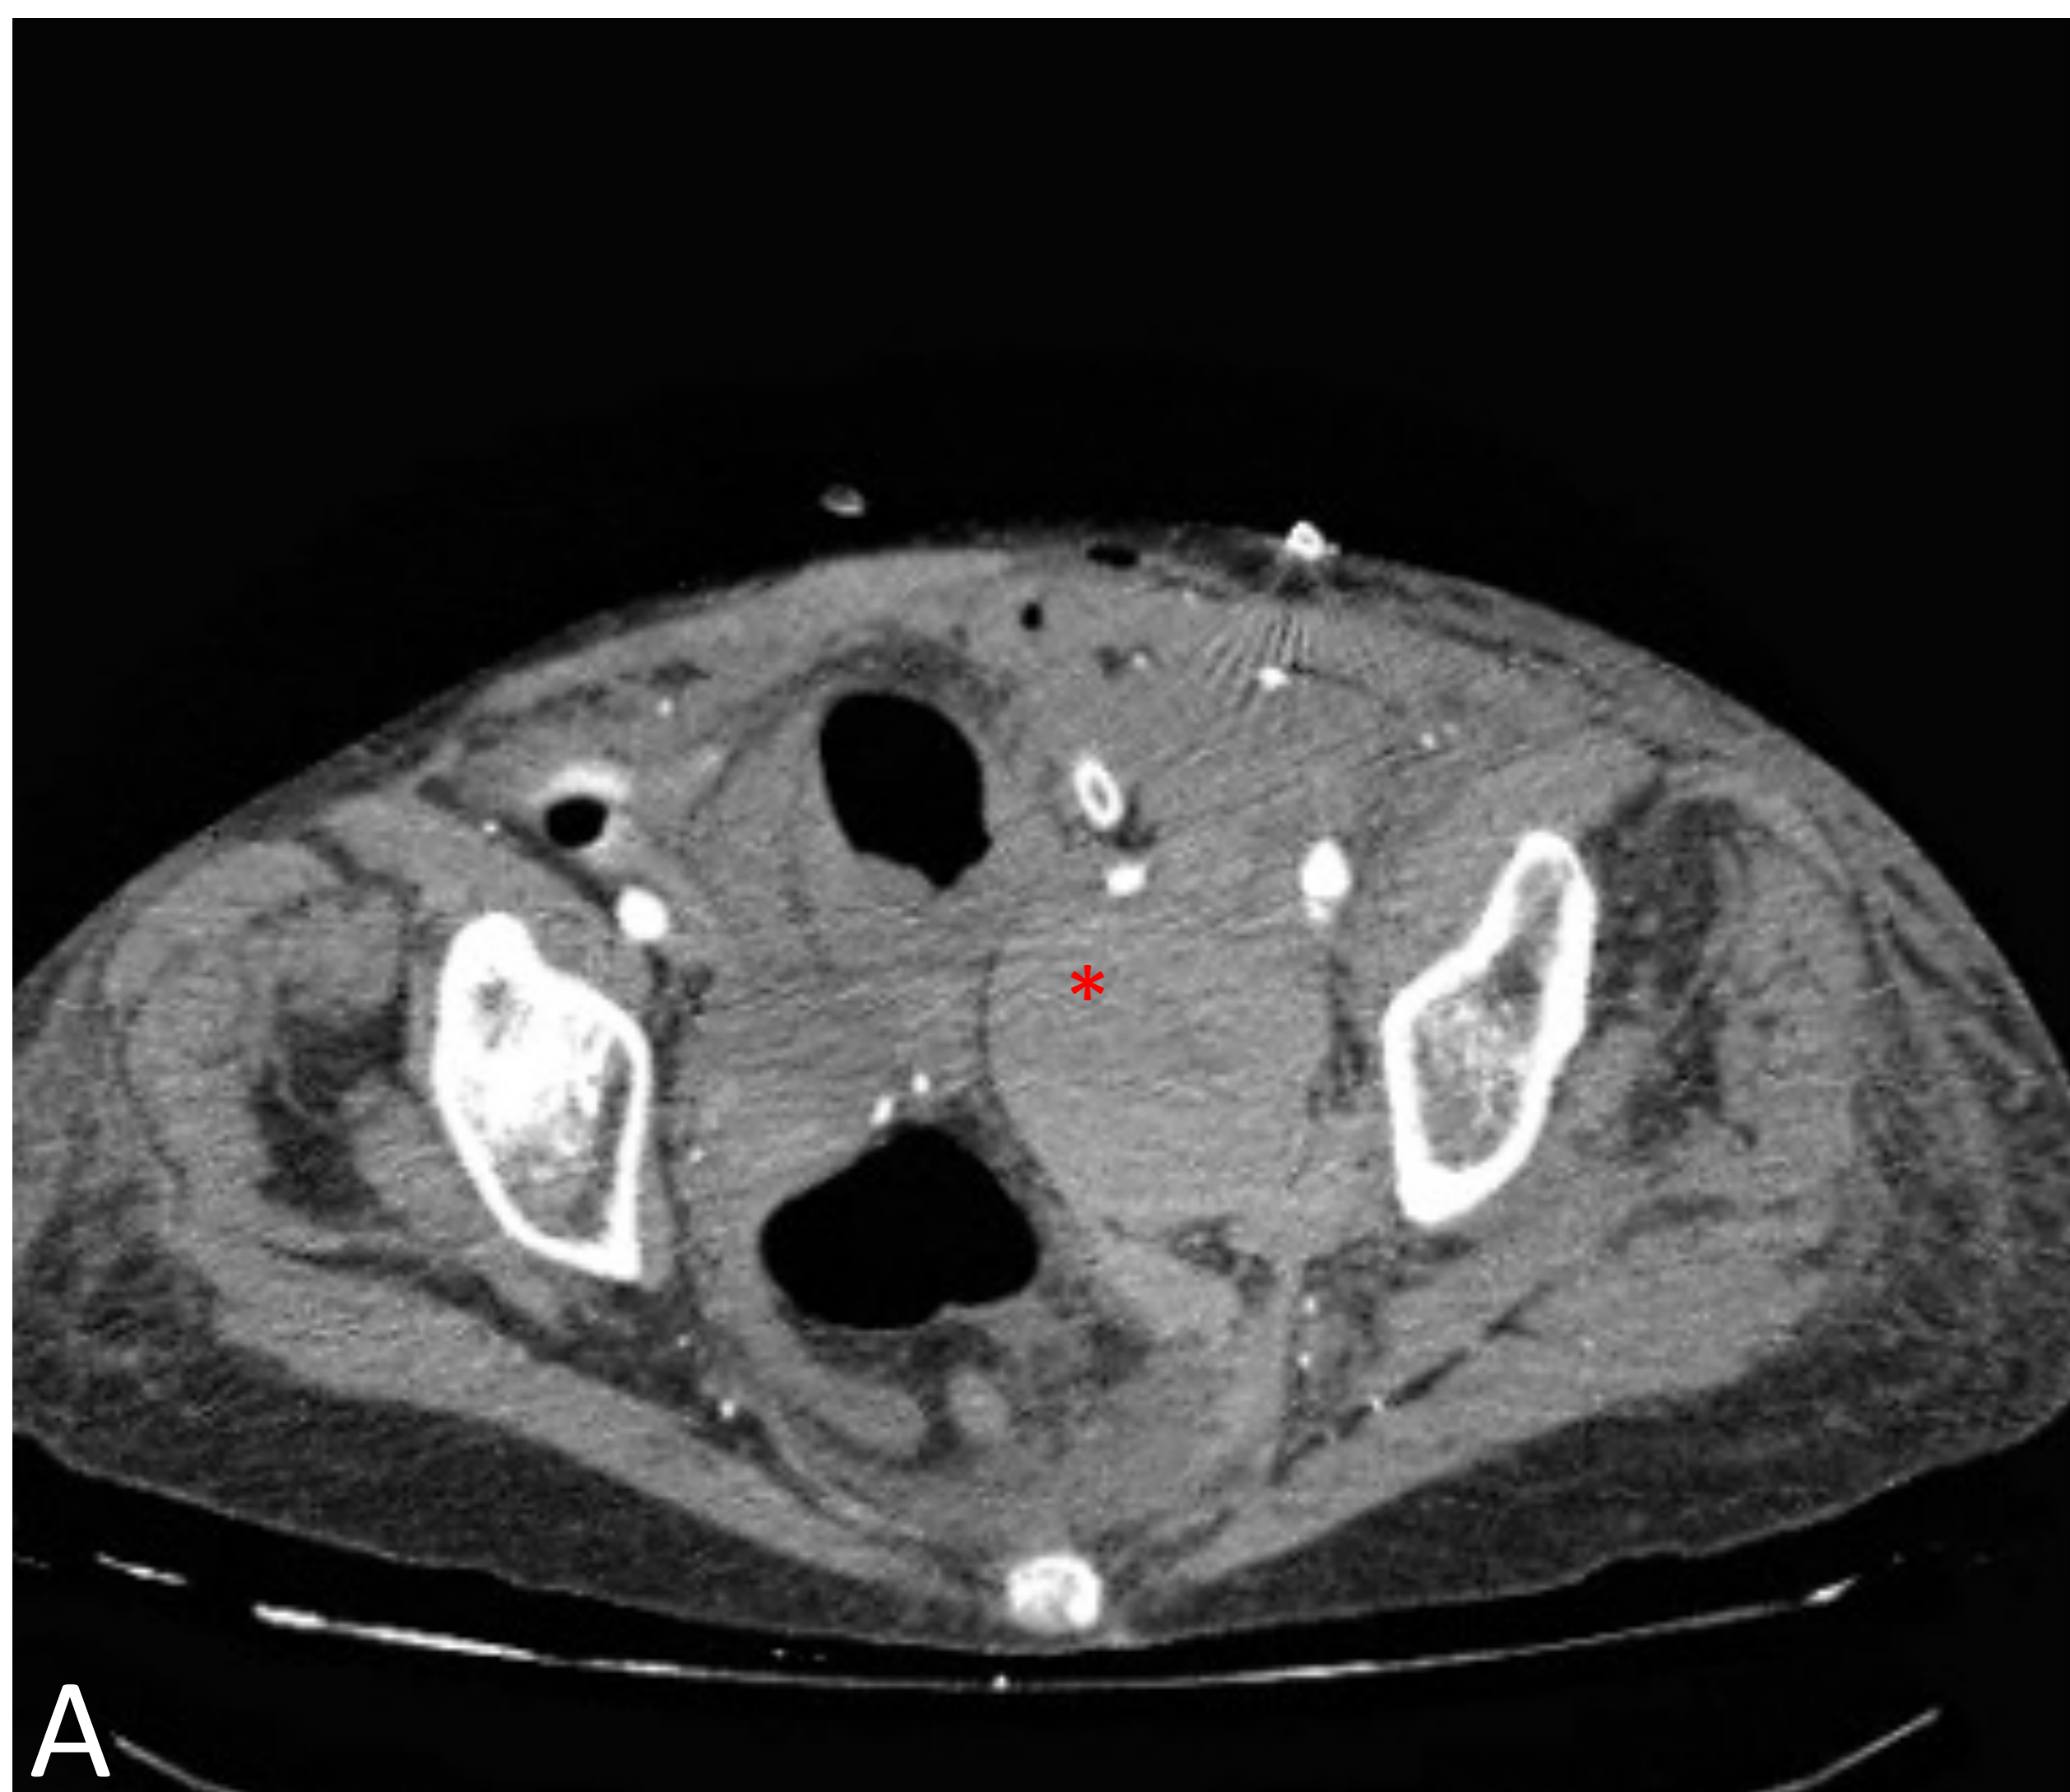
TC axial. (A) Adquisición en fase arterial (B) Adquisición en fase portal. Hematoma en pelvis izquierda con signos de sangrado activo (*). (C) Adquisición en fase portal. Nefrograma de implante renal presente con presencia de múltiples defectos de repleción en zonas corticales (círculo rojo) isquémicos en relación con infartos corticales segmentarios secundarios. Realce de pedículo arterial conservado
